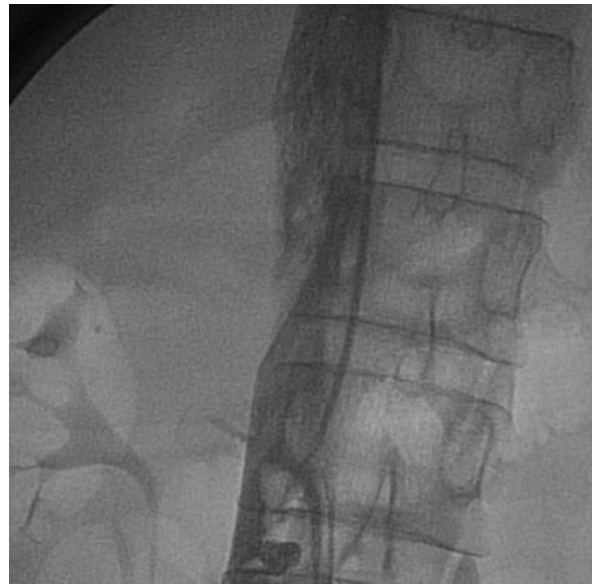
Рентгеноконтрастная илиокавография. Определяется эмбологенный илиокавальный тромбоз, доходящий до уровня впадения почечных вен.
